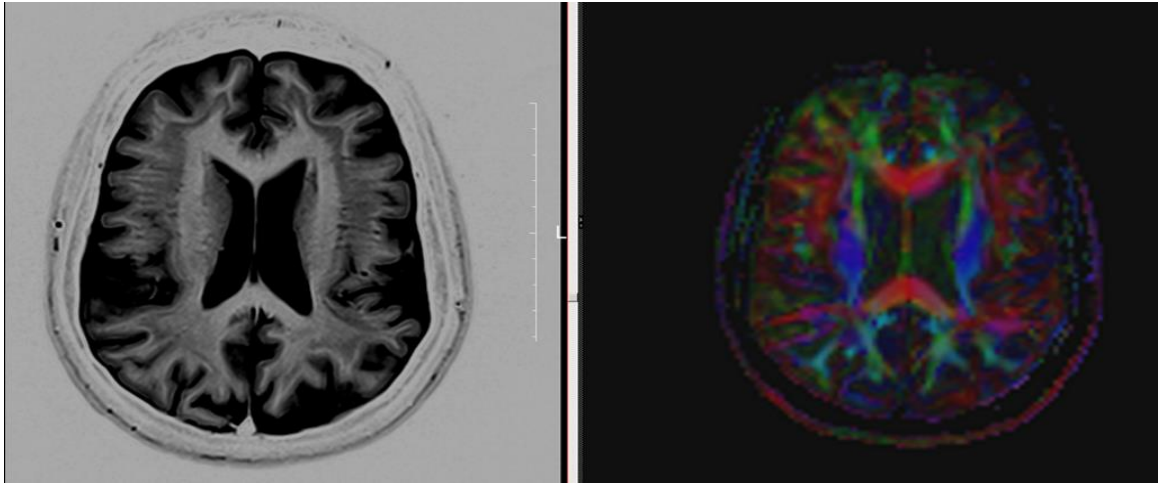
Ressonância magnética mostrando duplo córtex e tractografia da paciente.
